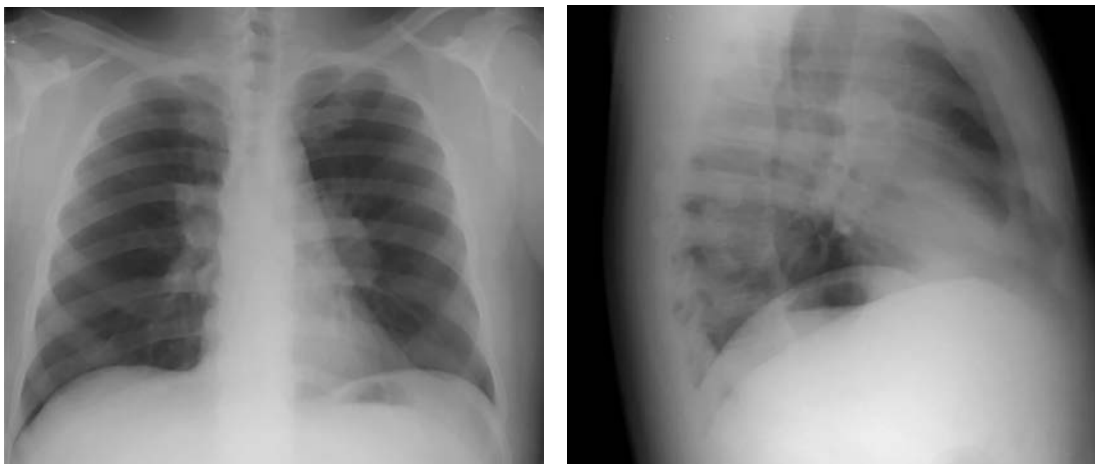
Radiografía de tórax AP y lateral: opacidades parahiliares bilaterales.
